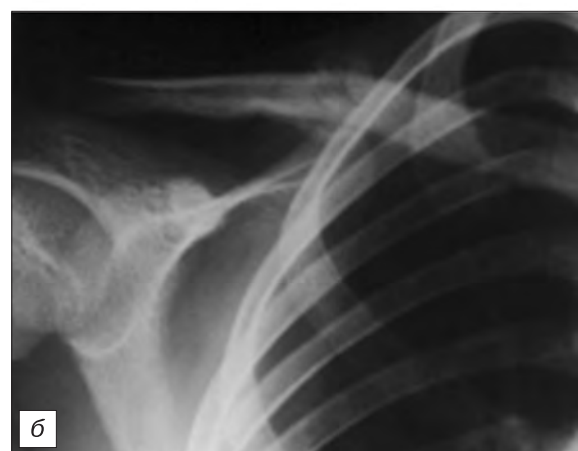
Рентгенограммы пациента Н., 10 лет. *а* – после репозиции; *б* – в конце лечения.
